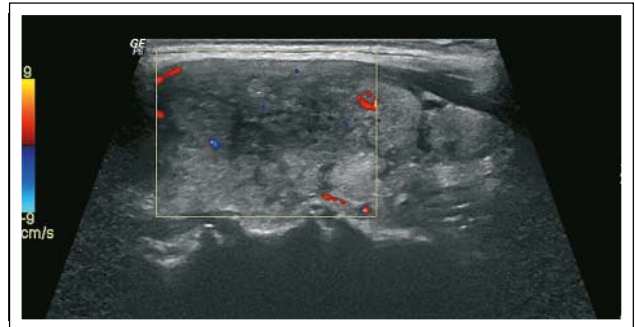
Dopplersonografisch keine gesteigerte Perfusion.
